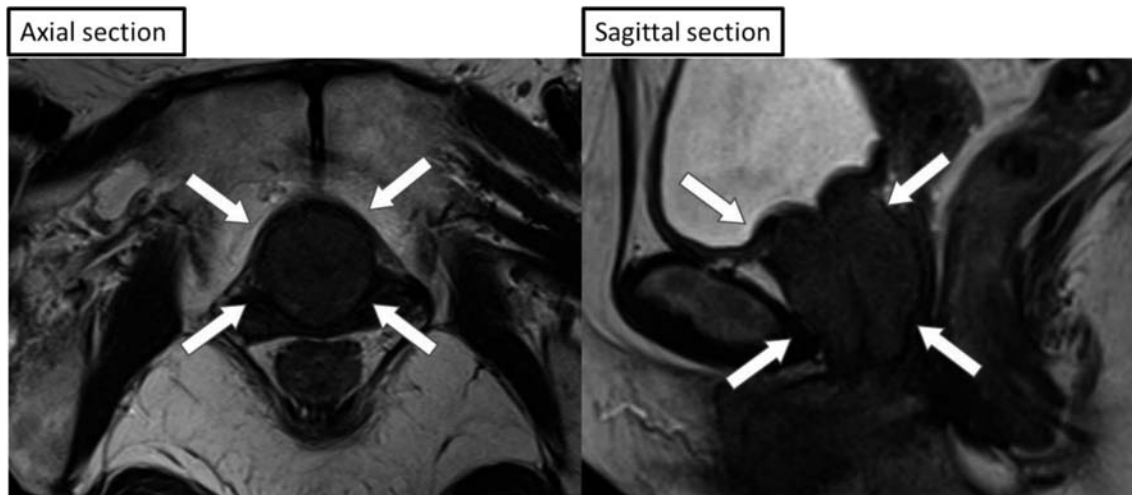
T2-weighted MRI (sagittal section and axial section) revealed the periurethral mass (arrows).
